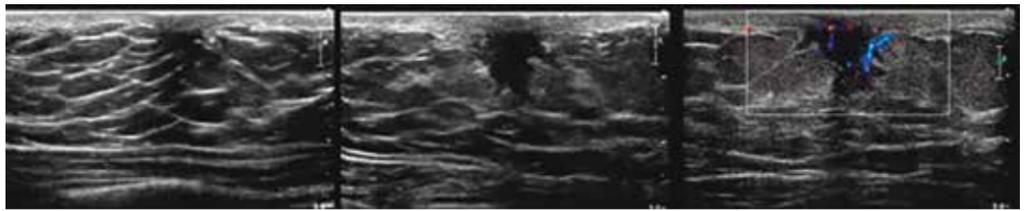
Paciente masculino, 11 anos, com queixa aumento de ambas as mamas. A US demonstra pequena quantidade de tecido fibroglandular hipocogênico nas regiões retroareolares bilaterais, hipocogênica em forma de leque, com vascularização ao Doppler.
